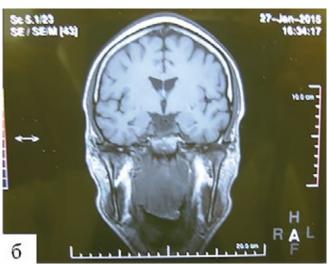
МРТ лицевого отдела черепа: а) сагиттальный срез; б) фронтальный срез
